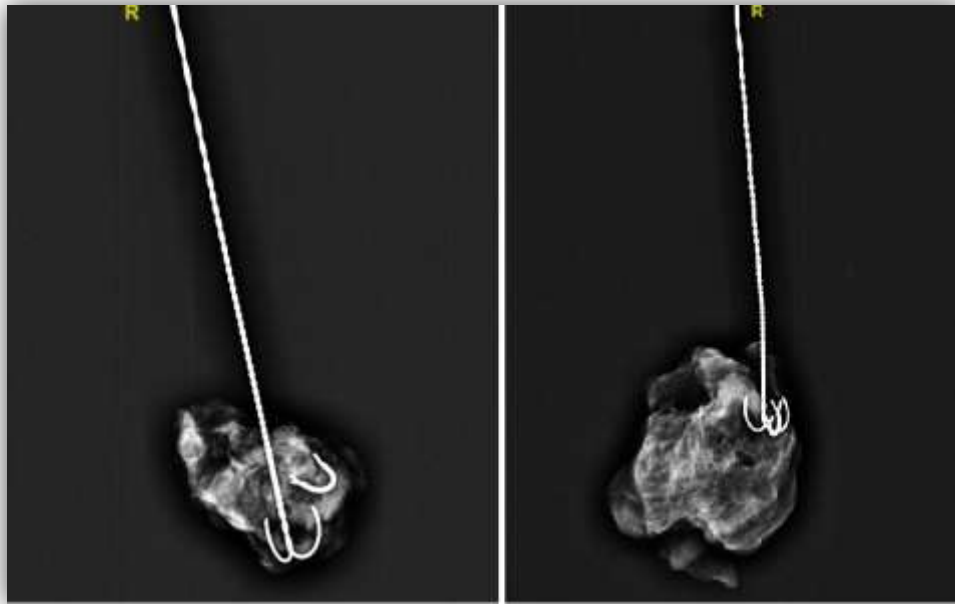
7: Radiografías de ganglios centinela con clip (tipo *Tumark*®) en su interior.
